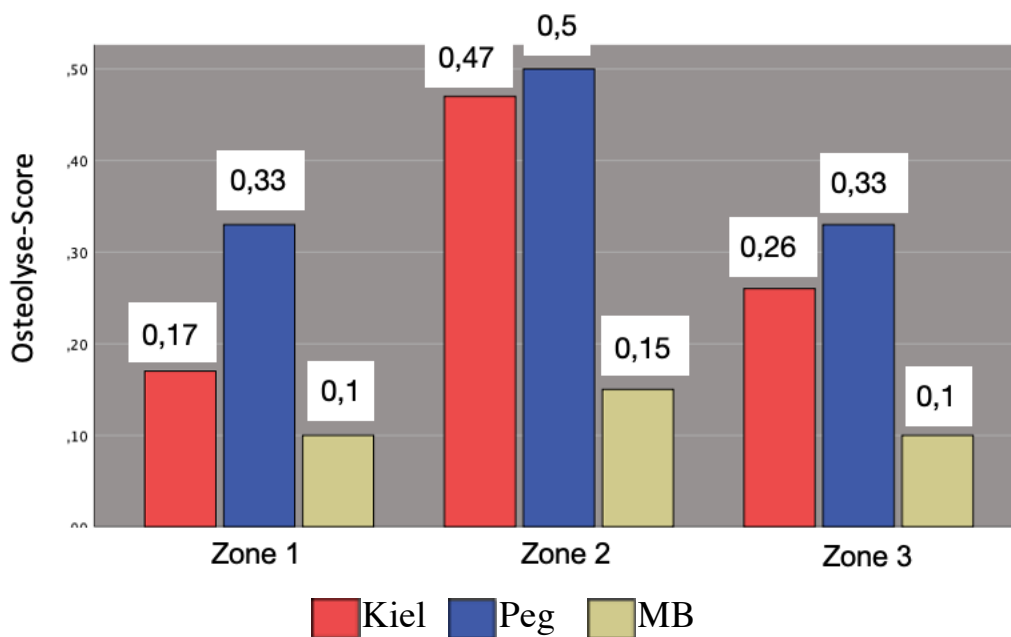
Osteolyse-Score pro Zone im axialen Röntgenbild im Gruppenvergleich
